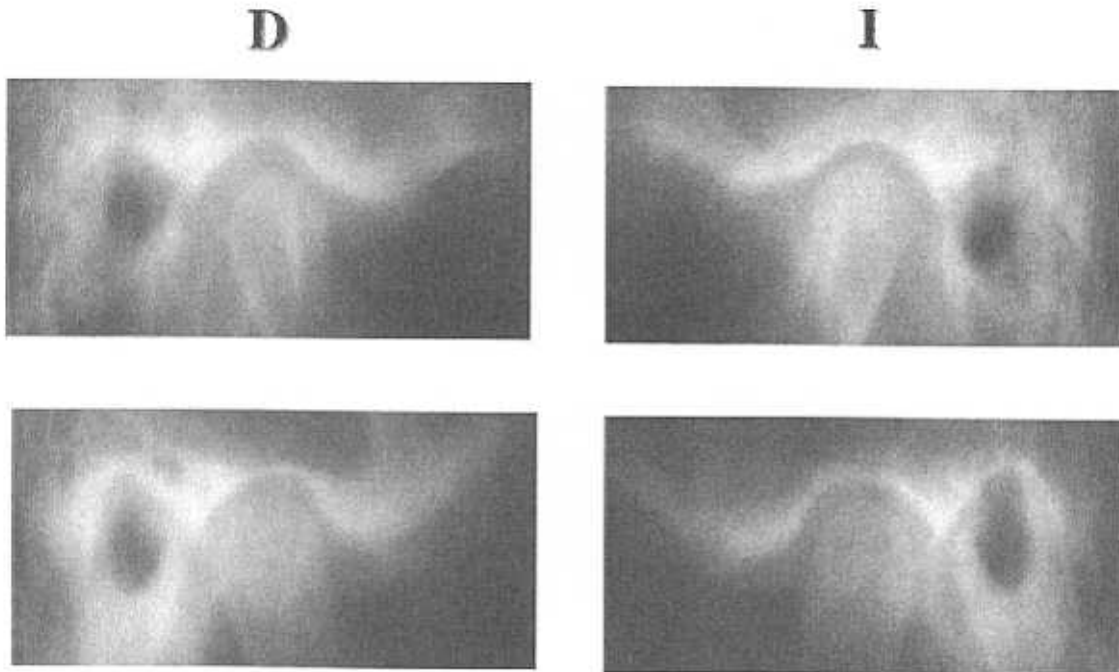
Tomografías del lado derecho e izquierdo de dos pacientes con mordida cruzada posterior
